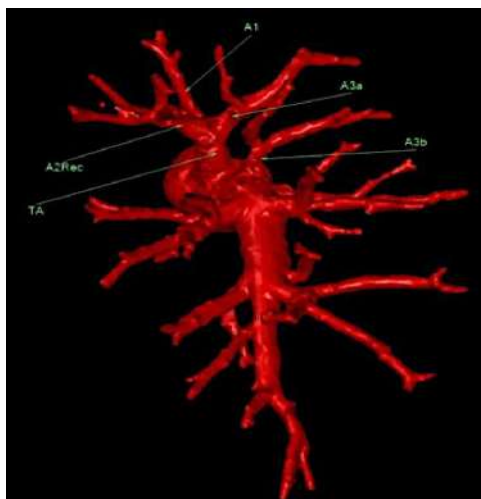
Вариант кровоснабжения верхней зоны правого лёгкого (3D-реконструкция МСКТ-АГ) ТА – передний артериальный ствол; A^1 – верхушечная сегментарная артерия; A^{2Rec} – возвратная артерия к заднему сегменту верхней зоны; A^{3a} – латеральная субсегментарная артерия к переднему сегменту верхней зоны; A^{3b} – медиальная субсегментарная артерия к переднему сегменту верхней зоны
